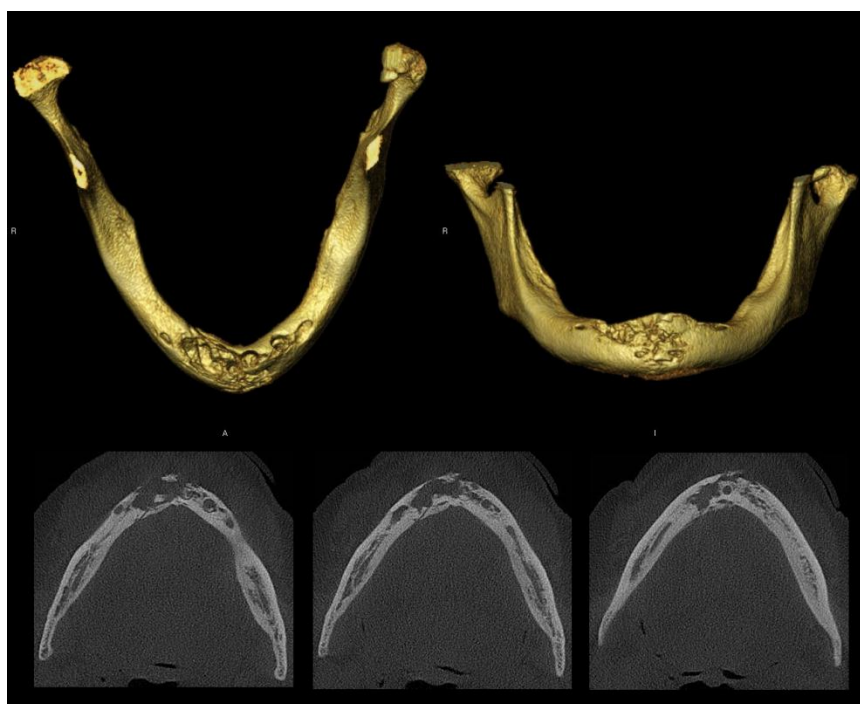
Tomografia computadorizada de Novembro/2012 (cortes axiais e reconstrução 3D), com ausência dos implantes e evidenciando extensa destruição do osso da sínfise mandibular.
